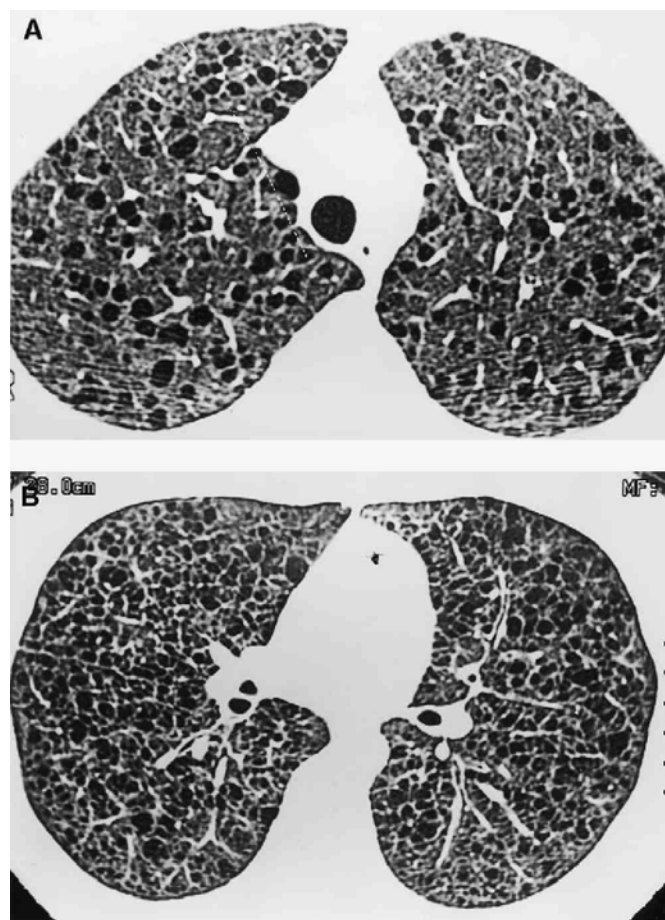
КТ високого розрешення: А: 40-річної жінки з незначним ураженням легень з тонкостінними кістами, оточеними нормальною легеневою паренхімою; В: 35-річної жінки з серйозним ураженням легень з невеликими (< 1 см в діаметрі) тонкостінними кістами в обох легенях
